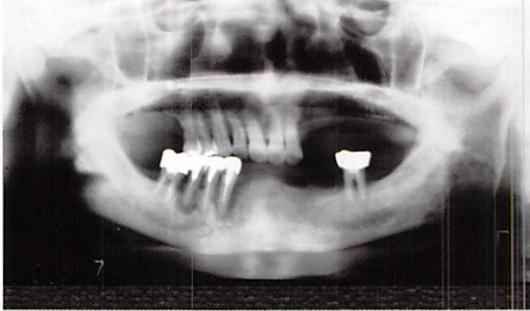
40歳, 男性 (初診: 1988年7月) のパノラマX線写真
